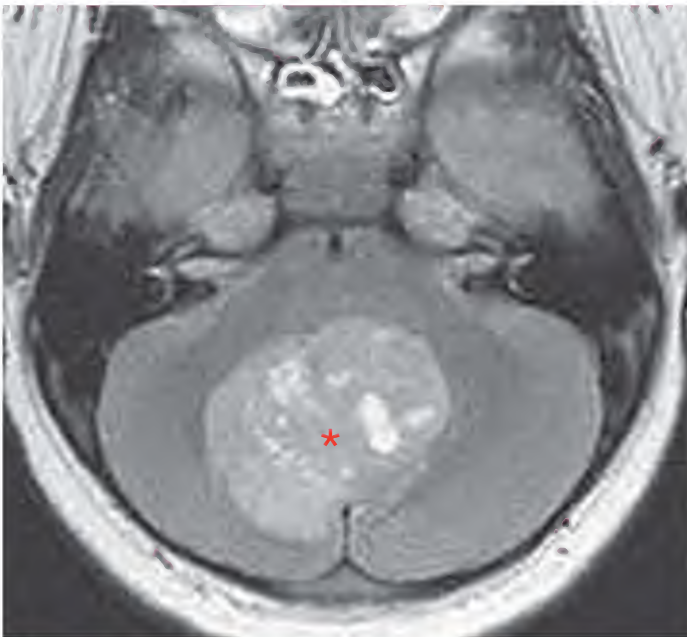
Meduloblastoma, resonancia magnética
